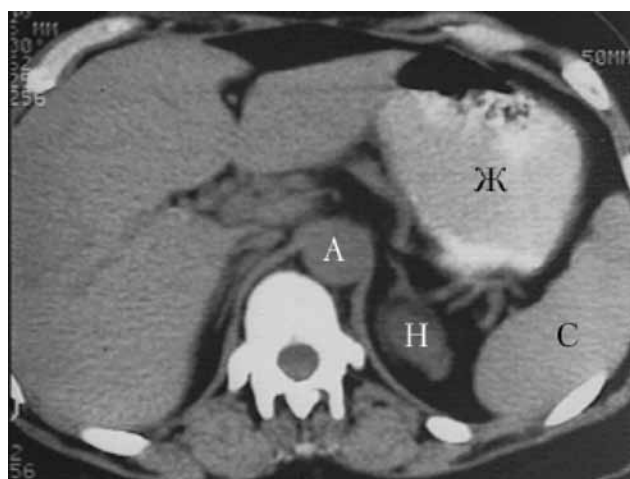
Иллюстрация неблагоприятных условий ультразвуковой доступности к надпочечникам: компьютерная томограмма при аденоме левого надпочечника, акустическое «окно», к которому со стороны передней и боковой брюшной стенки отсутствует (А - аорта, Ж - желудок, Н - надпочечник, С - селезенка).
